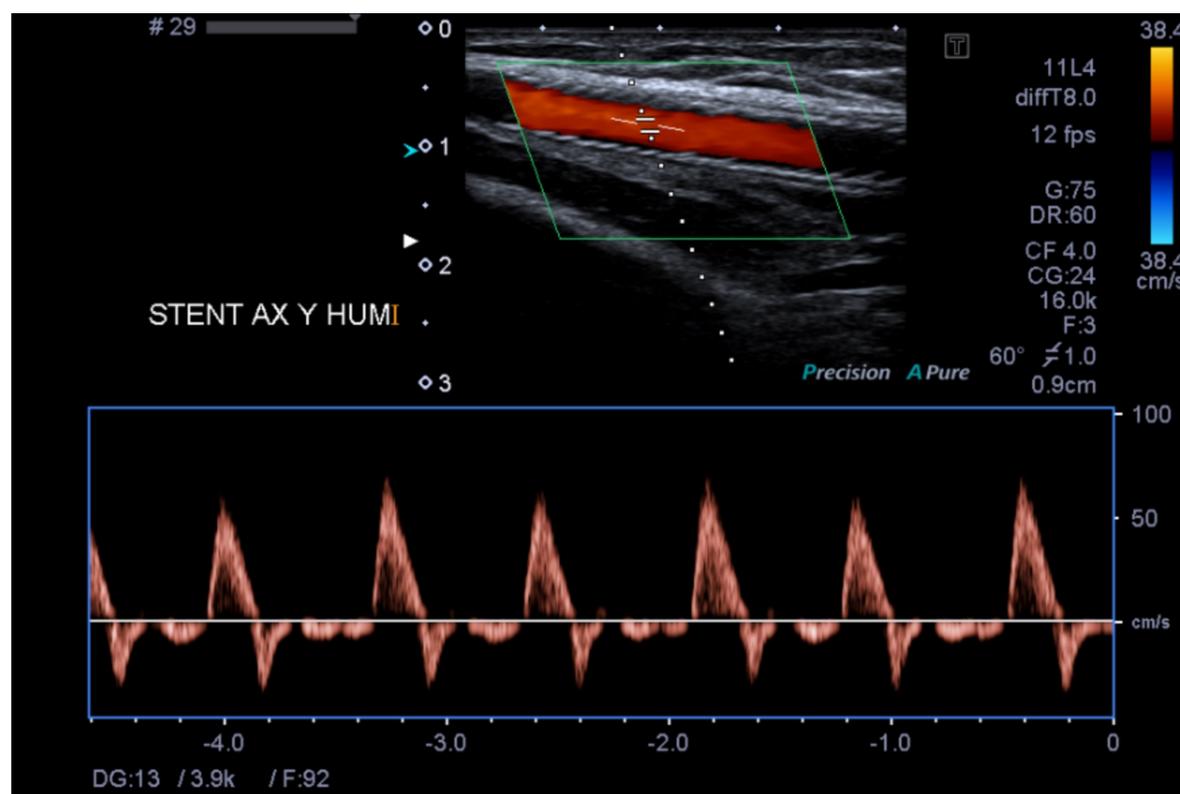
SOT arterial. Se realizó control ecográfico post-quirúrgico del paciente anterior con Ecografía Doppler color, visualizándose stent arterial permeable, con velocidades conservadas, sin signos de estenosis ni otras complicaciones.
